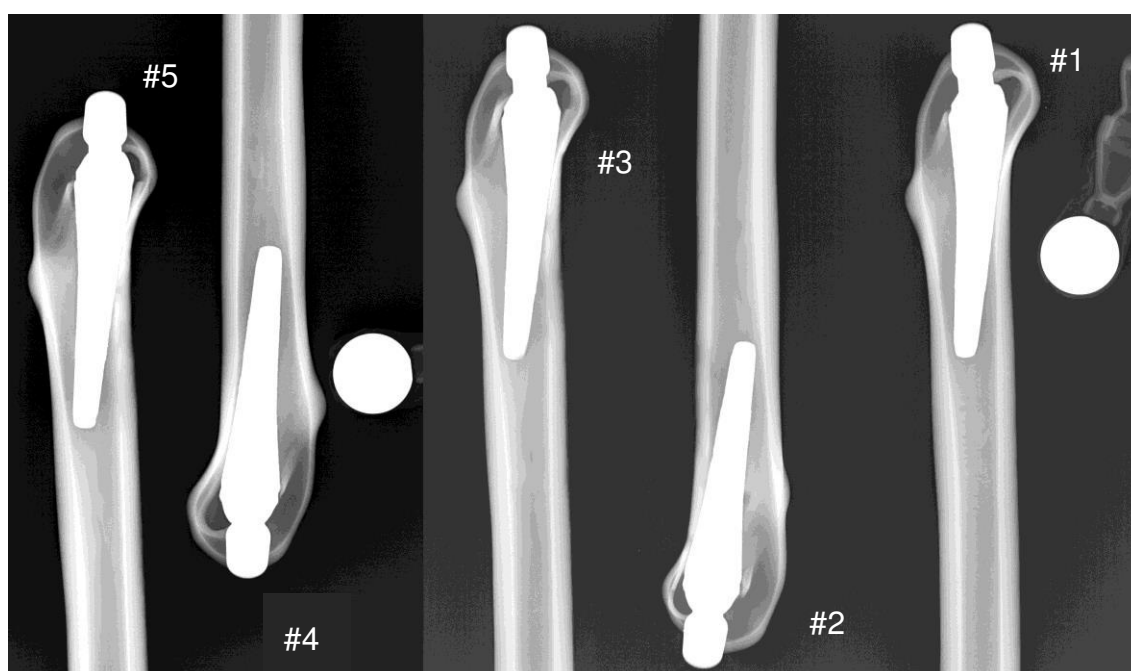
Röntgenbild des MiniHip-Kurzschafsystems in ML-Ansicht bei neutraler Schaftstellung.
